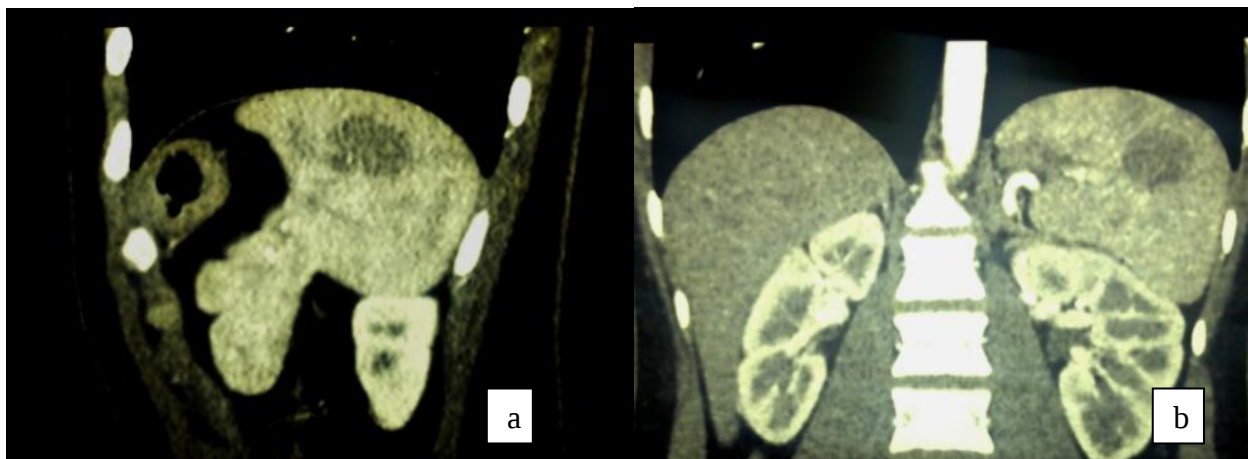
(a, b) – Томограммы сагиттального и фронтального срезов мультилокулярной кисты среднего сегмента селезенки больного Артура М.
